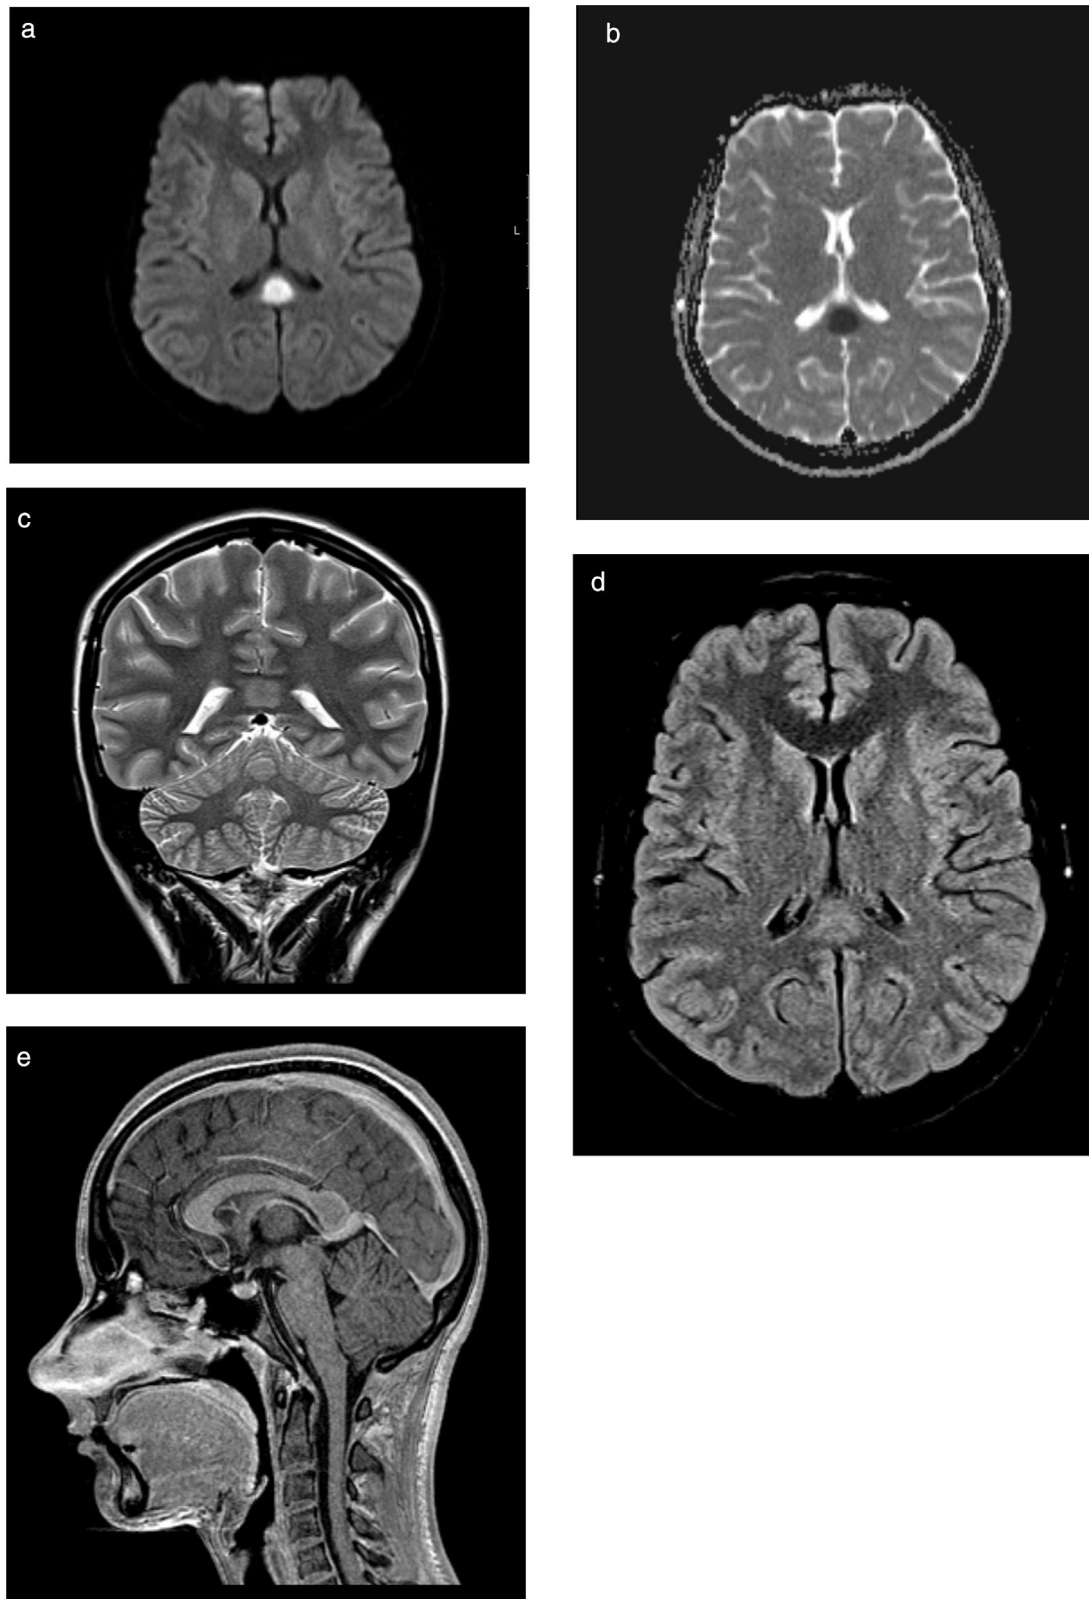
RM. Lesión tumefacta con morfología ovoide centrada en el esplenio del cuerpo caloso, con señales de restricción en la difusión del agua. a) axial: estudio de difusión B1000; b) axial: estudio de difusión, mapa ADC; c) coronal: T2; d) axial: T2 FLAIR; e) sagital: T1 con gadolinio.
